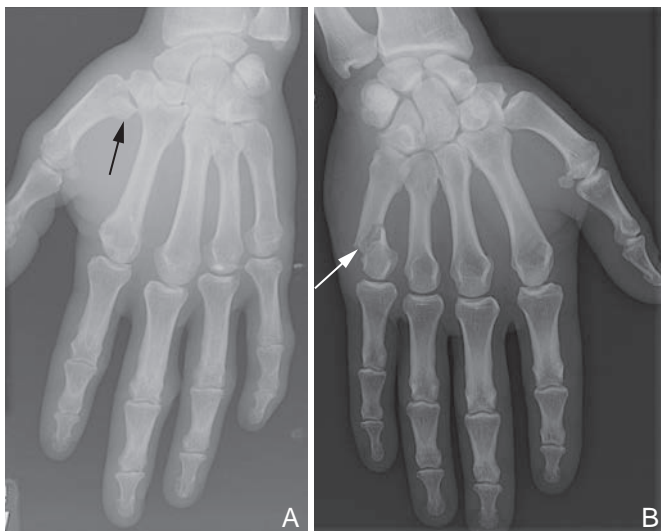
Radiographie de main de face montrant : une fracture de Bennet (A) ; une fracture du 5^e métacarpien (B).
